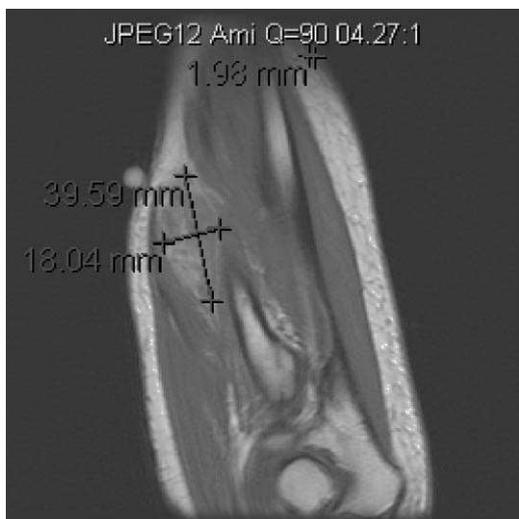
RM corte coronal secuencia T1 con contraste antebrazo izq: Se observa una masa sólida de morfología ovalada, de aproximadamente 39×18 mm, predominantemente hiperintensa, con realce irregular de la masa y del área de edema adyacente.
